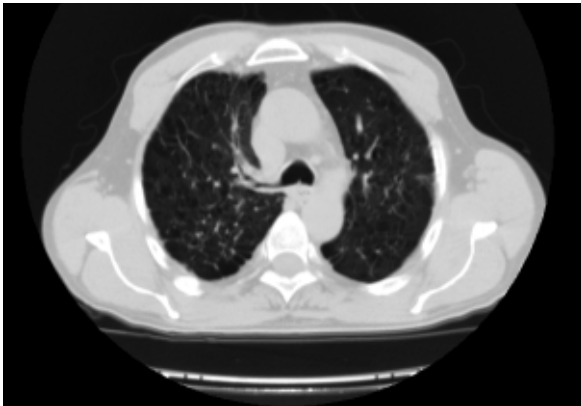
Tomografía computarizada de alta resolución con enfisema centrolobulillar y paraseptal.
